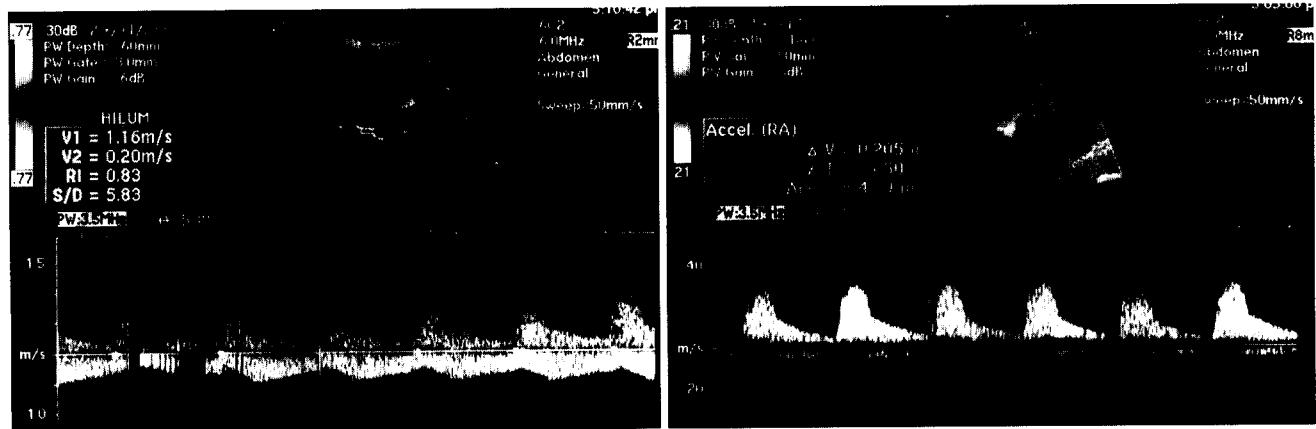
Doppler wave form of transplant renal artery. Left: Peak systolic velocity is 116 cm/sec. (More than 200 cm/sec means possibility of renal artery stenosis). There was no aliasing on color doppler US (not shown here) in this case. Right: Intrarenal doppler wave form of the same patient shows normal ranges of early systolic upstroke (acceleration time 50 ms).
